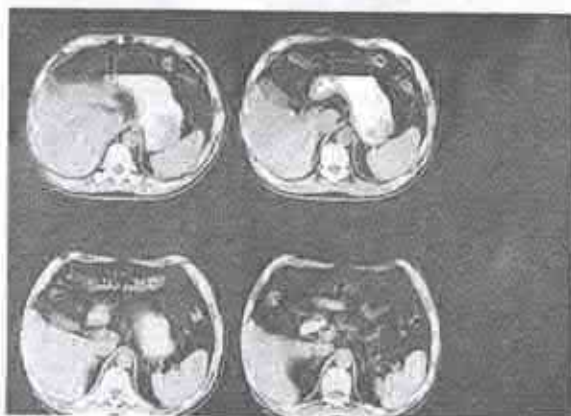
Tomografie computerizată (caz clinic propriu).
